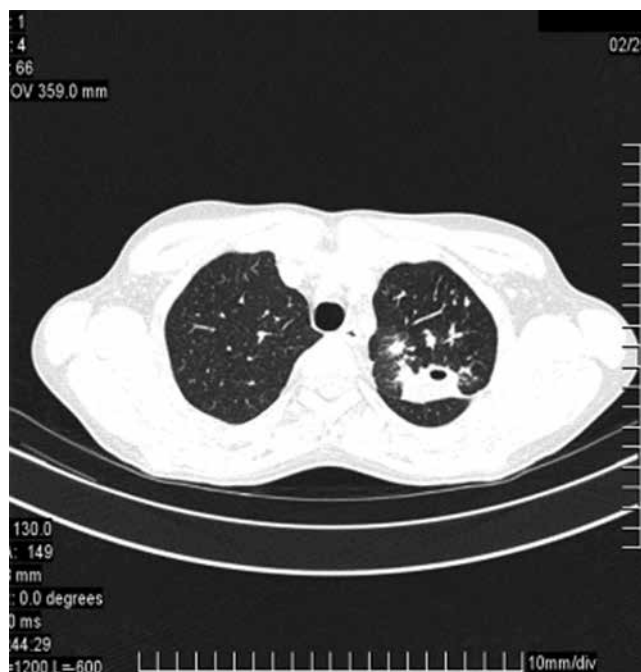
Пациентка Т. Аксиальные срезы КТ ОГК при поступлении: в верхней доле левого легкого крупный фокус инфильтрации с неровными контурами с наличием в его структуре полости распада до 4 мм в диаметре; в нижней доле левого легкого инфильтративные изменения
